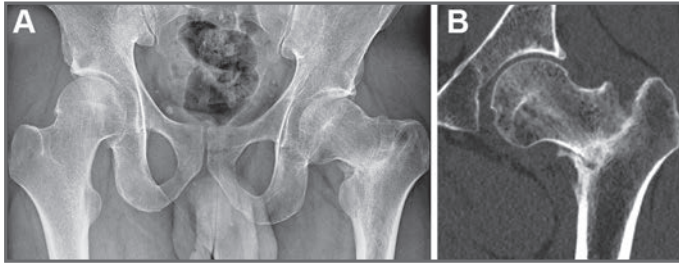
Rx anteroposterior de la pelvis (A) y corte coronal de TC (B) en los que se aprecia la fractura subcapital de la cadera izquierda con impactación en varo.
